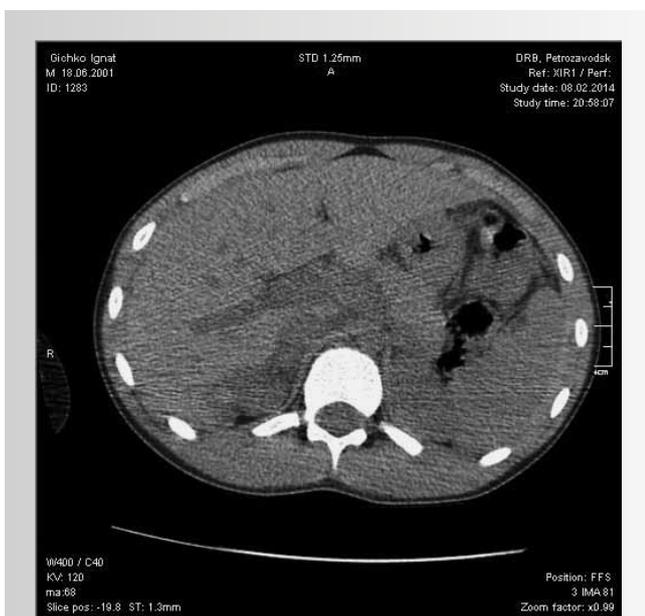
Мальчик 12 лет с закрытой травмой печени (КТ аксиальная проекция) – разрыв правой доли печени
